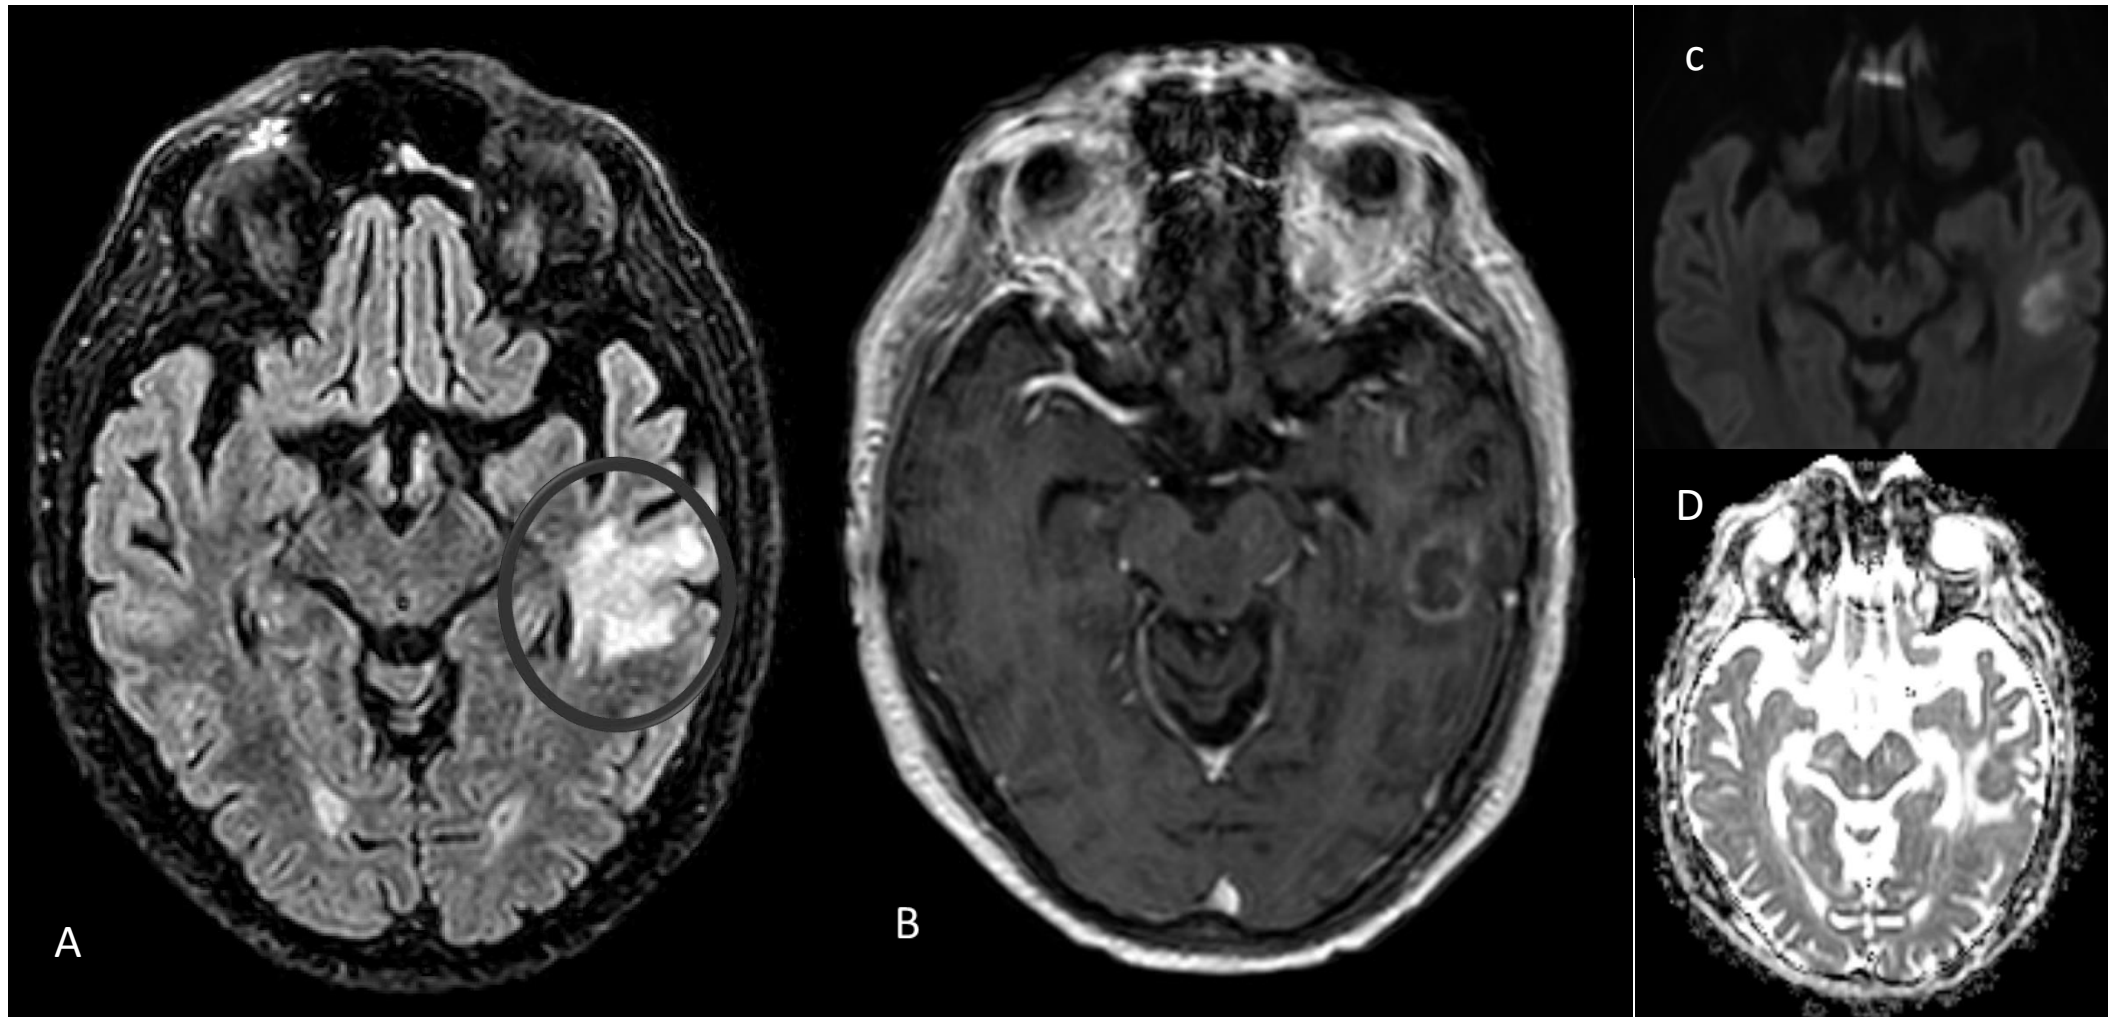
Tuberculosis intraaxial - absceso temporal izquierdo asociado a un área de cerebritis. A: RM axial potenciada en T2/FLAIR (BRAIN VIEW – BW): Aumento de señal temporal izquierda, correspondiente a un área de cerebritis. B: RM axial T1 3D tras la administración de contraste iv: Absceso compatible con tuberculoma. C/D: RM DWI factor B-1000/mapa ADC: Restricción de la difusión en la región central del tuberculoma.
